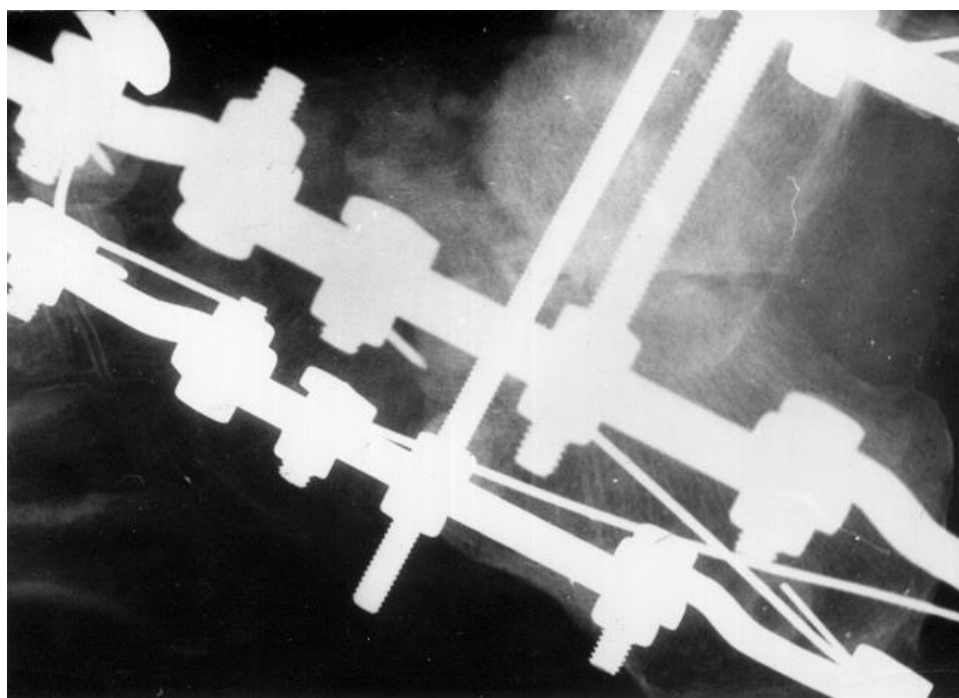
Фотоотпечаток с рентгенограммы корня стопы (профиль) больного А., 63 года, история болезни № 4188. 2,5 месяца после травмы. Отмечается выраженная резорбция головки и шейки таранной кости, практически полное отсутствие щели голеностопного сустава, выраженное сужение щели подтаранного сустава, остеопороз костной ткани переднего отдела стопы.
